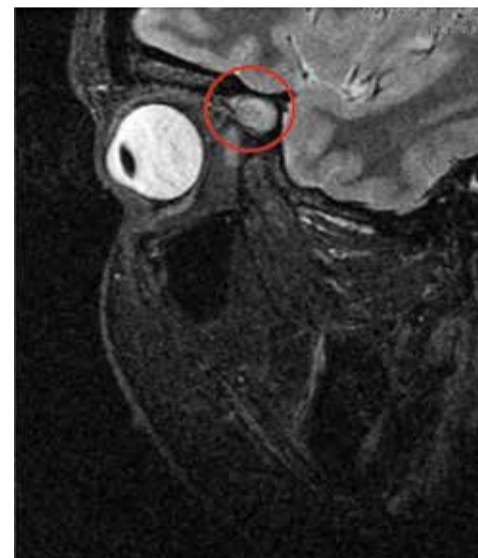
Магнитно-резонансная томография опухоли слёзной железы.
